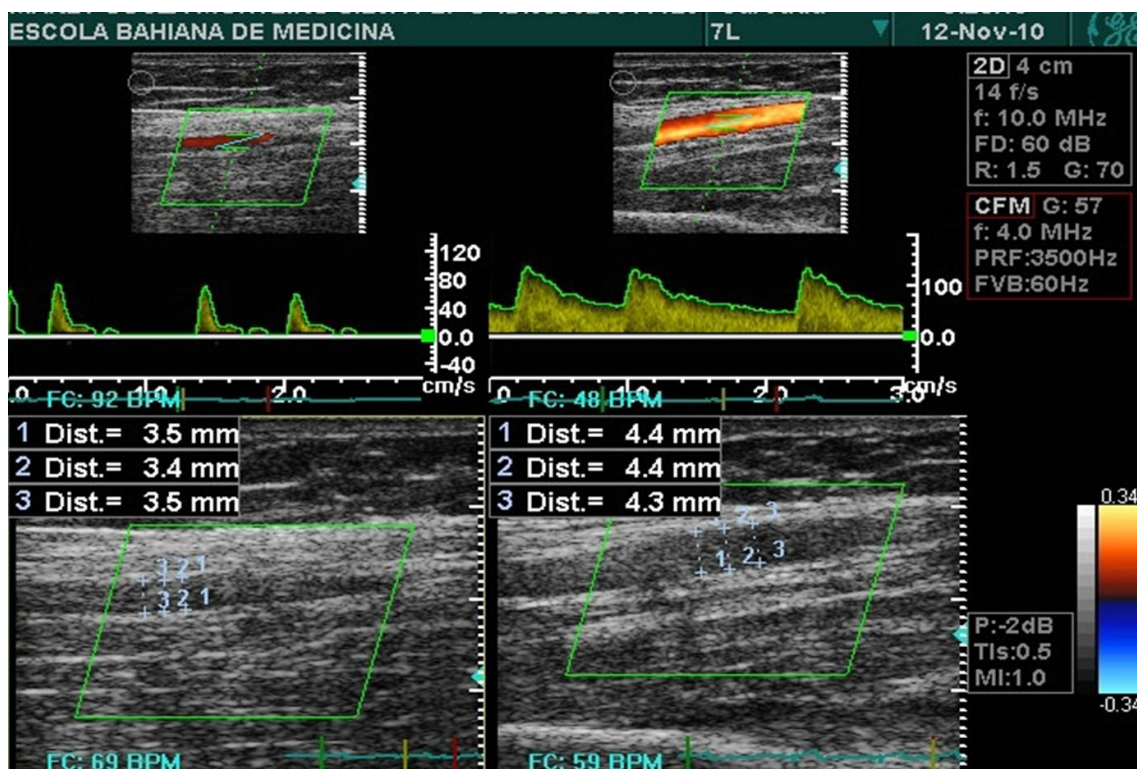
Exame de Vasodilatação Mediada por Fluxo - Imagem de um dos exames da pesquisa realizado no Laboratório de Ultrassonografia da EBMSP
